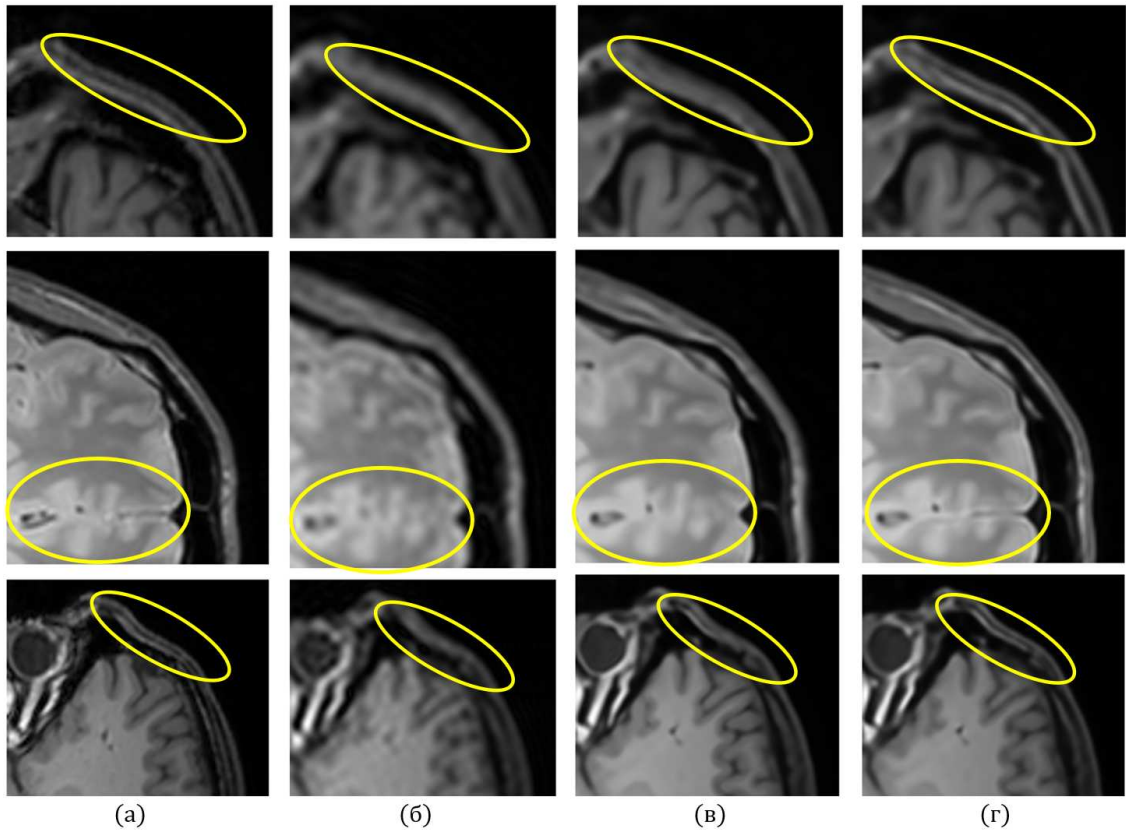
Сравнение разработанного гибридного метода DGAS9-CNN улучшения качества изображений МРТ головного мозга с нейронной сетью GAS-CNN. (а) – референсные изображения без артефактов, (б) – изображения с осцилляциями Гиббса, (в) – результаты нейронной сети GAS-CNN, (г) – результаты гибридного метода DGAS9-CNN.
